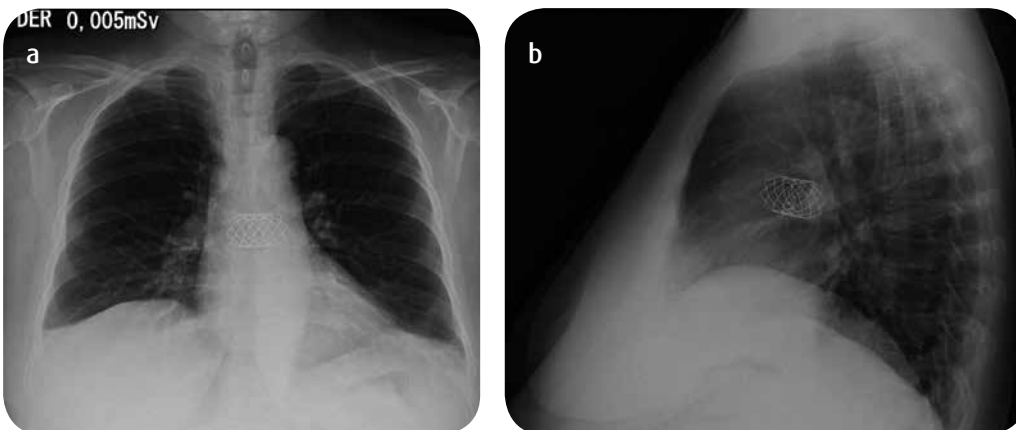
Radiografía de tórax. a) Elemento radiopaco que se proyecta en área cardíaca, y corresponde a endoprótesis. b) Endoprótesis a la altura de los vasos pulmonares principales. No es posible estimar la ubicación exacta de la endoprótesis en la radiografía.
